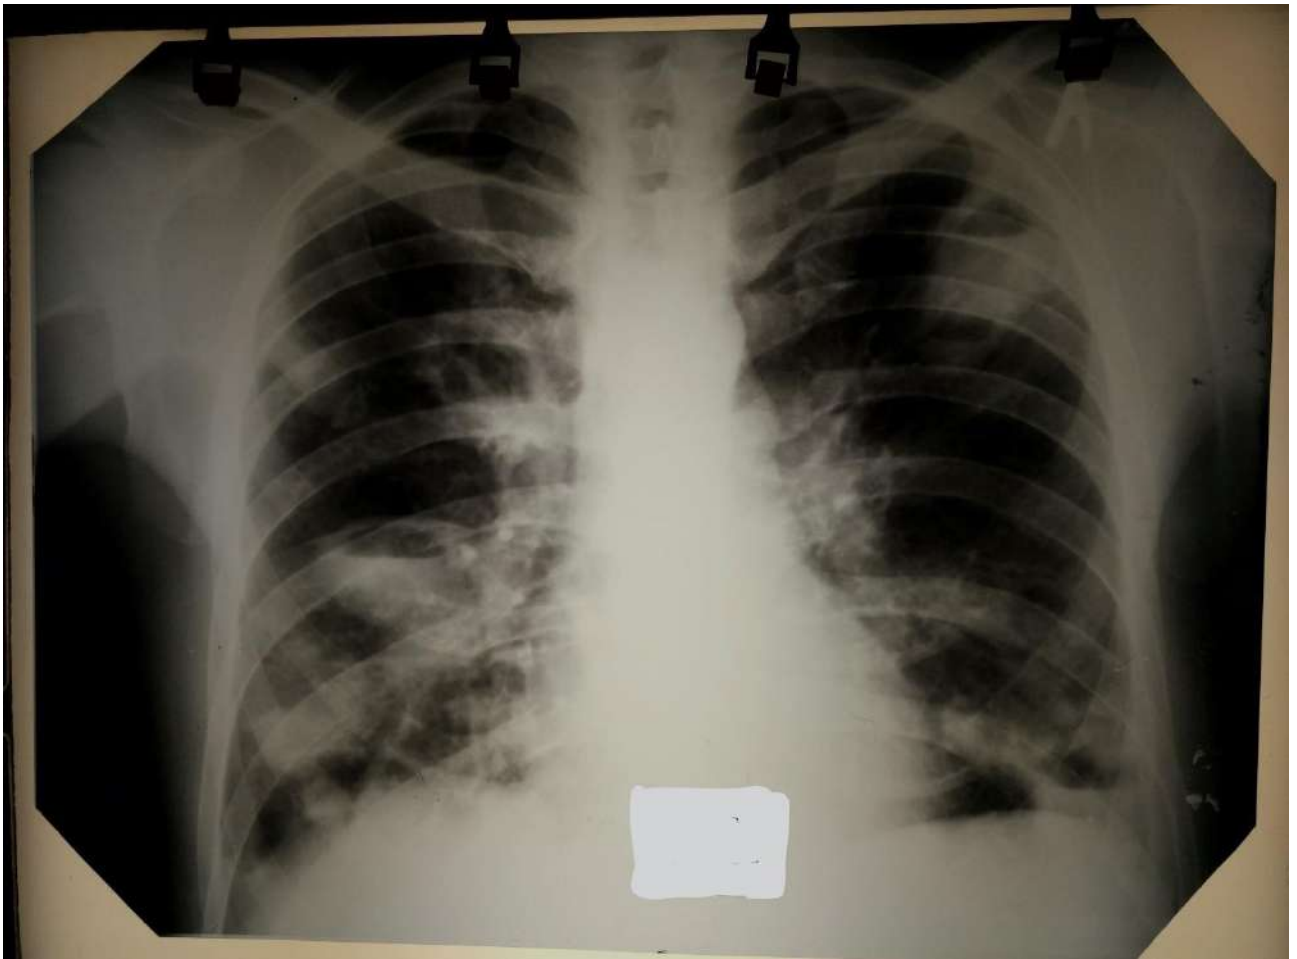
Рентгенограма хворого С. (при ушпиталенні)
